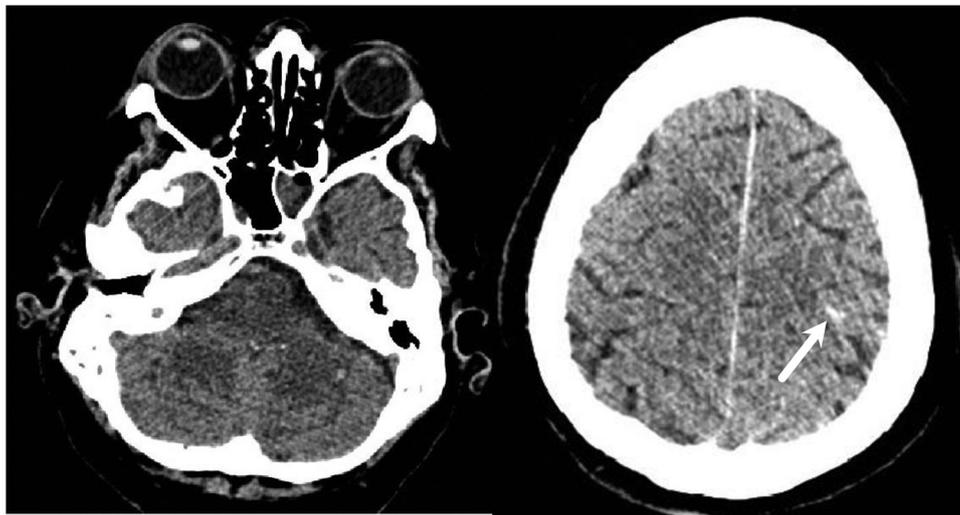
Imágenes representativas del TAC cerebral con contraste del paciente 2. En la imagen de la izquierda, el cerebelo presenta un aspecto globuloso, edematoso por probable patología hipóxico-isquémica incipiente. En la imagen de la derecha, se aprecia un posible sangrado puntiforme (flecha) en el hemisferio cerebral izquierdo.
